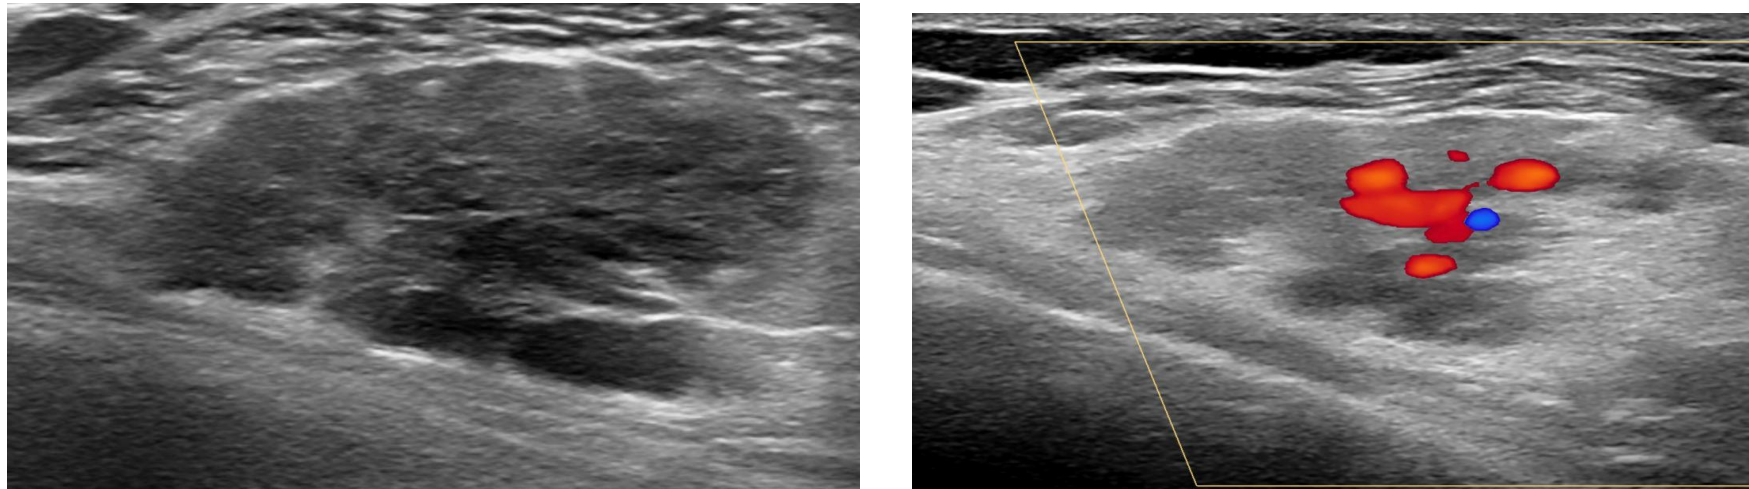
Mujer de 18 años. Lesión hipoecogénica en el espesor del tejido subcutáneo con estructuras tubulares en su interior y señal Doppler intralesional que sugiere angioma subcutáneo.
